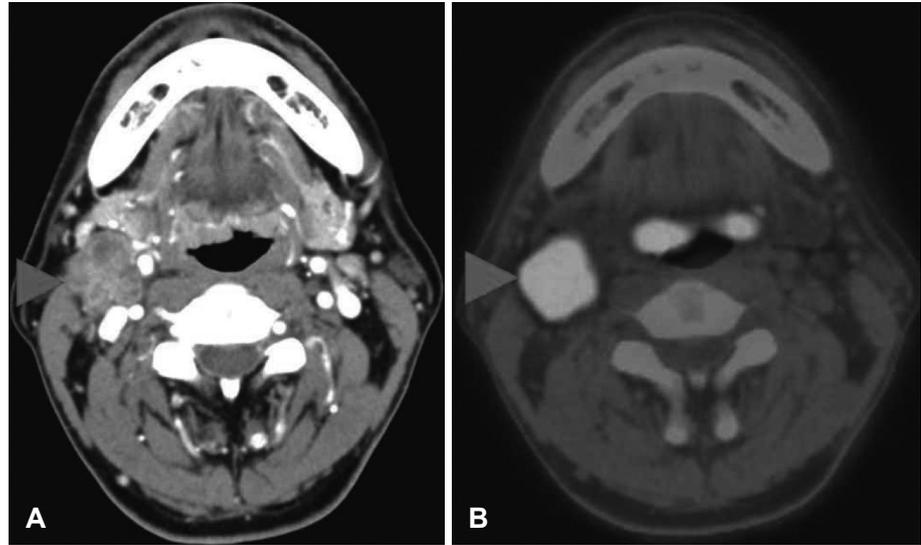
Representative imaging of right metastatic lymphadenopathy in cancer of unknown primary. Enhanced CT scan (A) and whole body FDG PET-CT scan (B) show large ill-marginated lymphadenopathy as well as high FDG (peak-SUV=10.3) in right neck level II (arrowhead). Note that FDG uptake of right tonsil (peak-SUV=6.9) is higher than left tonsil (peak-SUV=5.4). FDG: fluorodeoxyglucose.
